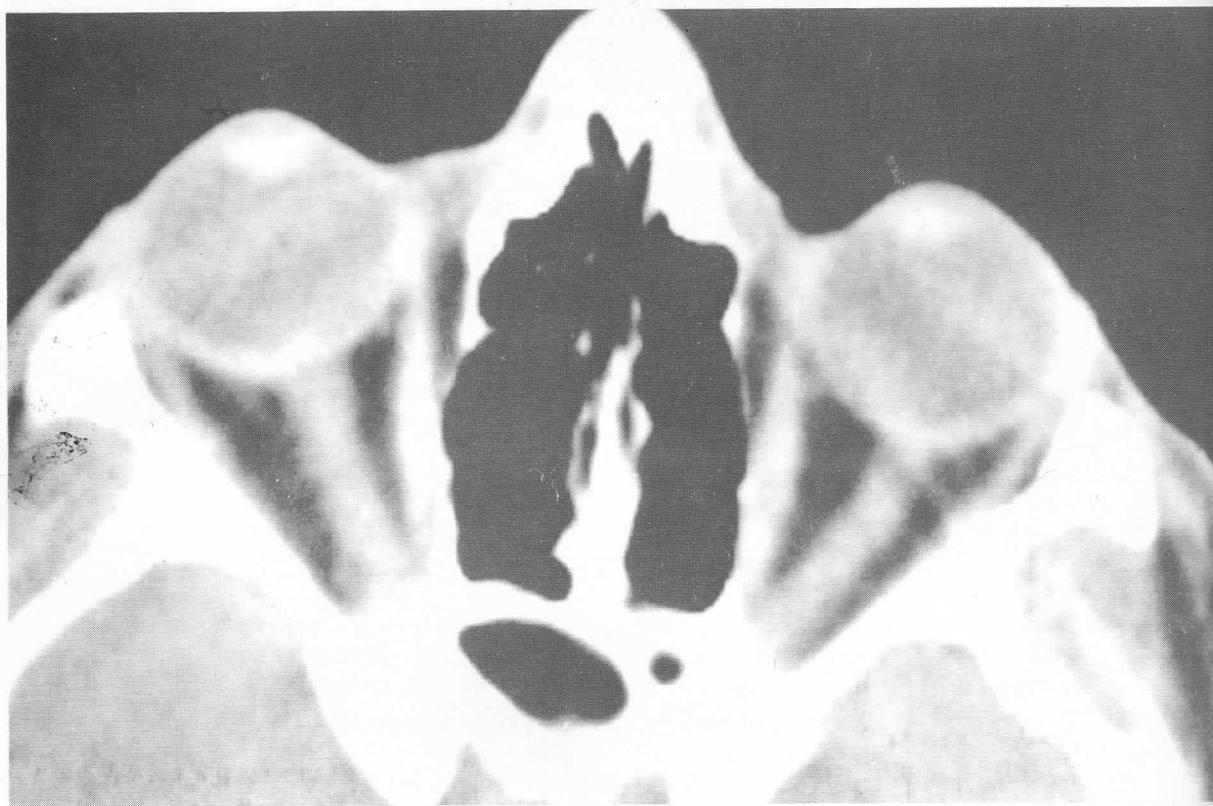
Caso 2. La tomografía axial computarizada de la órbita muestra el engrosamiento bilateral y simétrico de la imagen de los nervios ópticos.
